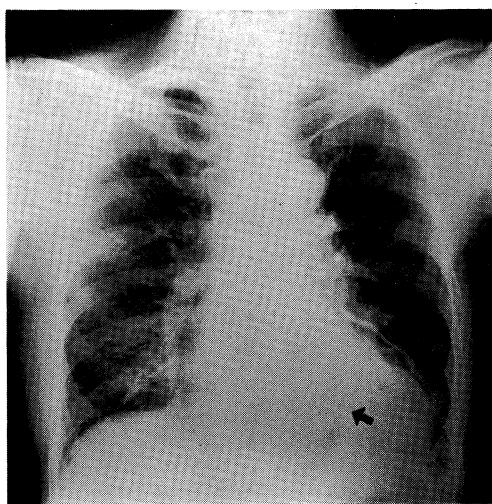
Chest roentgenogram showing a pneumomediastinum on the left side of mediastinum on the day of admission. (arrow)
